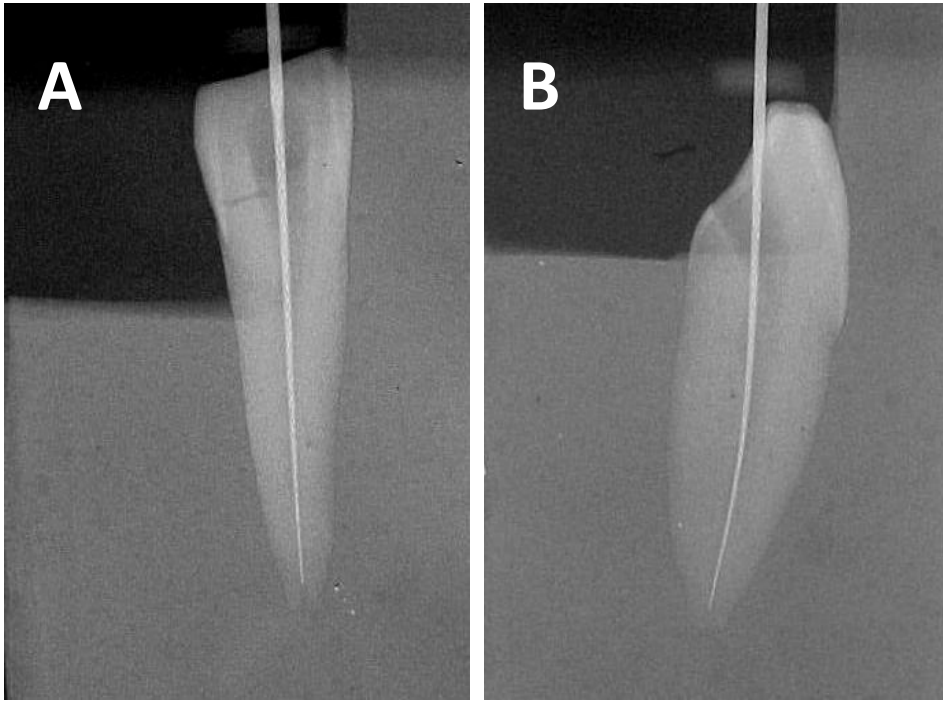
A: Radiografia inicial (antes da instrumentação) vista frontal; B: Radiografia inicial (antes da instrumentação) vista lateral;
